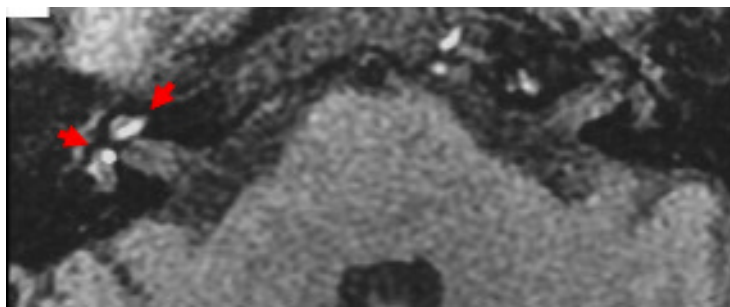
RM assiale T1 (2 mm di spessore) lungo il piano dell'angolo ponto-cerebellare. Nel labirinto di destra è evidente un'iperintensità di segnale (freccette rosse) dovuta ai prodotti di degradazione dell'emoglobina. Il confronto con il controlato è essenziale per una corretta diagnosi. Labirintite emorragica.
